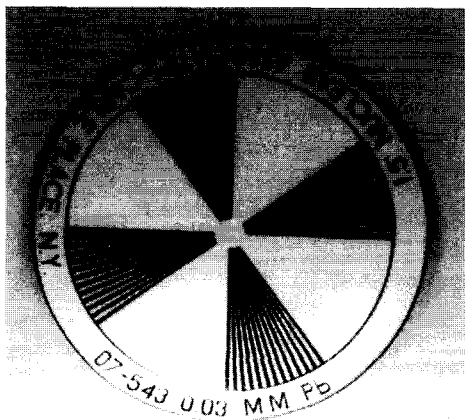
Star X-ray test pattern 1.5°.
